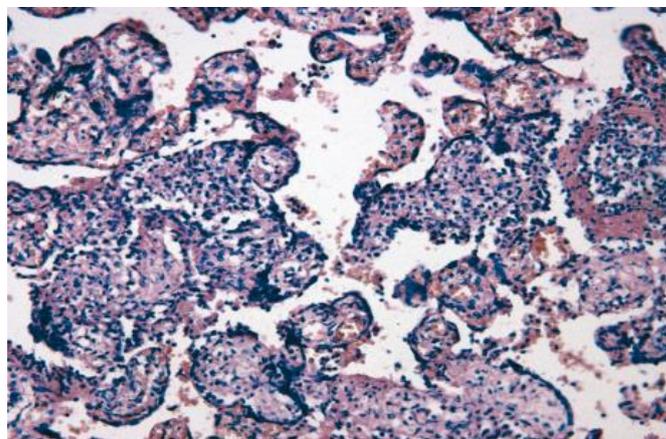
Виллузит. Окраска гематоксилином и эозином. x125
